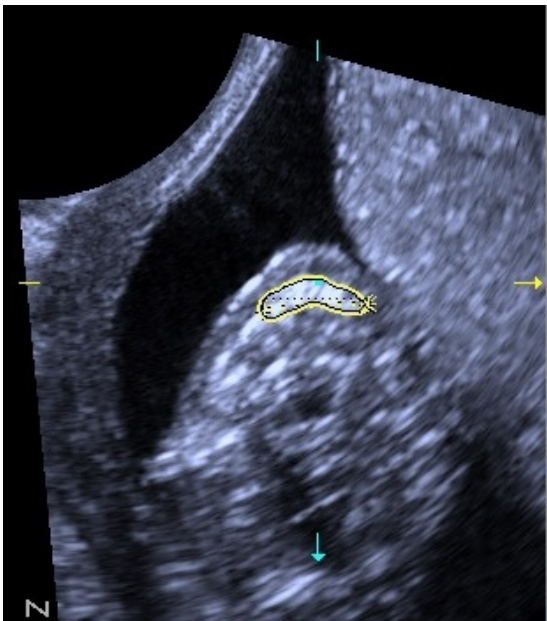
Ecografia tridimensională prelucrată la nivelul planului de secțiune transversal subpalatin, la un făt de 13 săptămâni și 5 zile, cu marcarea crestei alveolare maxilare cu perimetru galben
